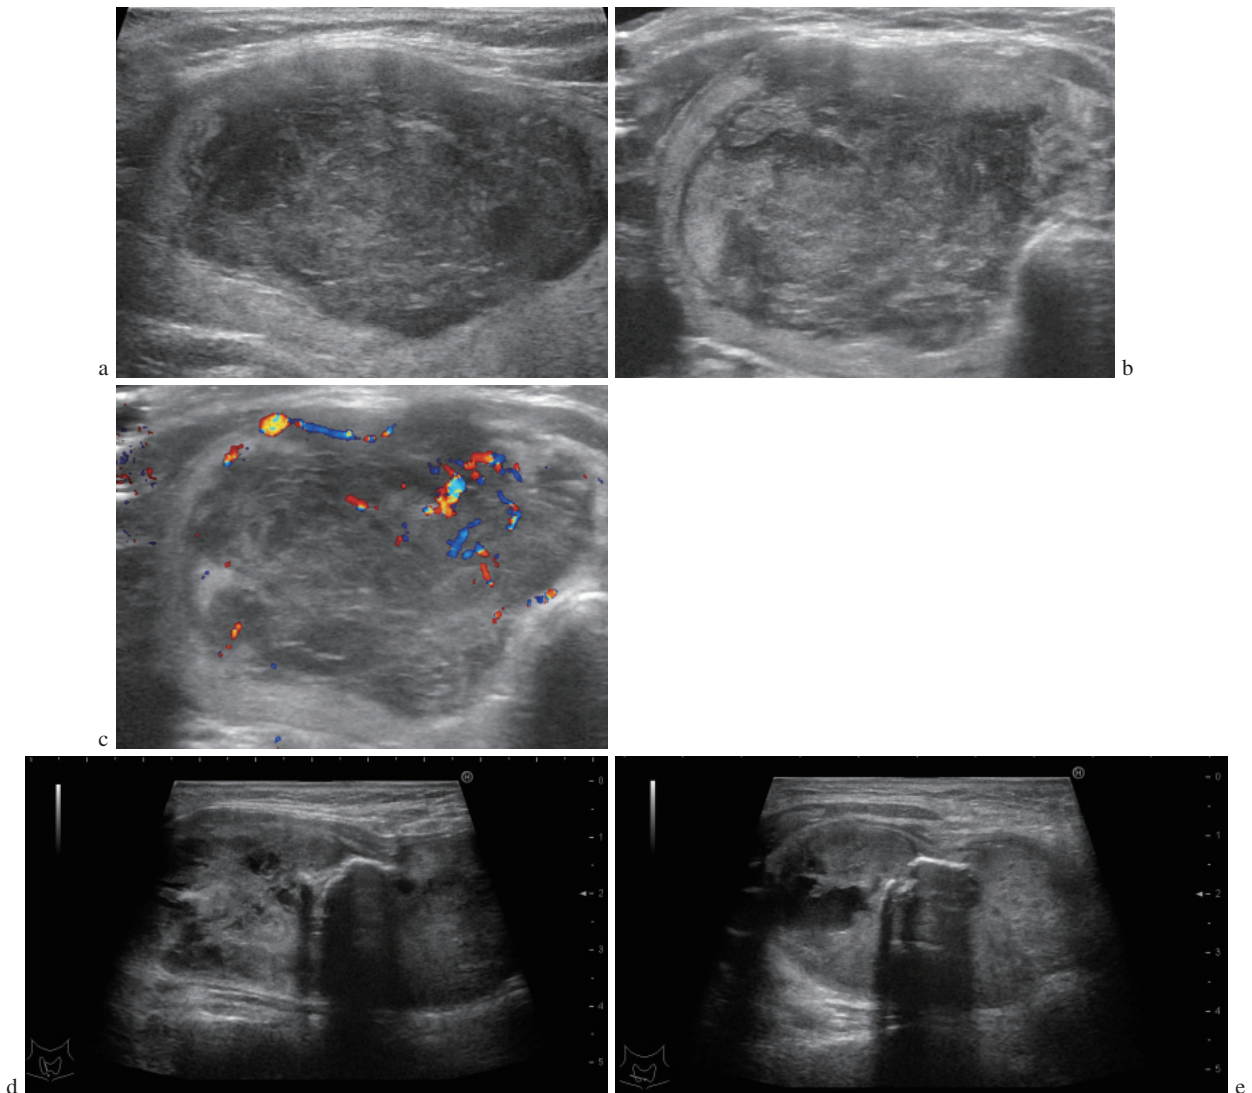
超音波所見. a: 縦断像. b: 横断像. 前方前頸筋群との境界が不明瞭で浸潤が疑われる. c: ドプラ. 血流を確認し極端に血流が消失し無構造域となる部分は壊死組織の可能性(この症例では明らかではない). d: 縦断像. e: 横断像. 腫瘍内部に、もともと存在していた分化癌の被膜状石灰化の名残がリング状石灰化として確認でき、分化癌が未分化転化し被膜状石灰化を超えて周囲へ浸潤していったと考えられる.
